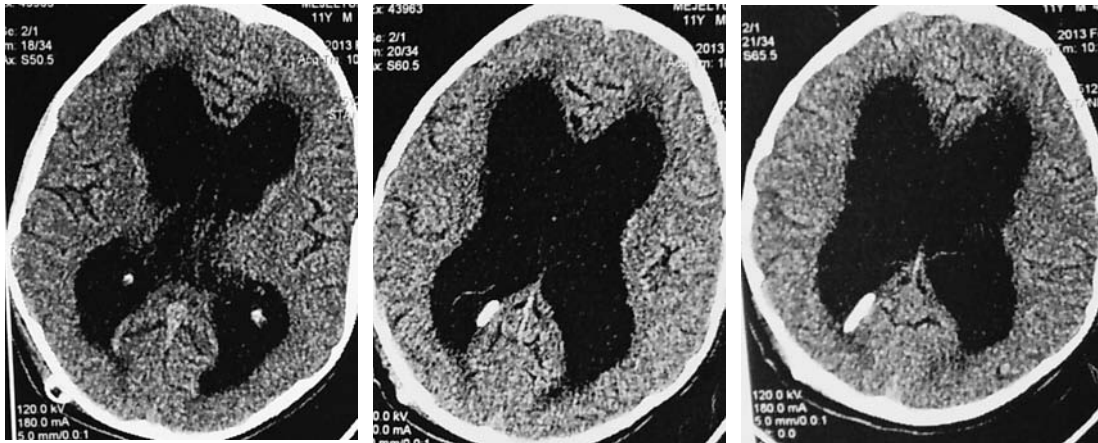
Наблюдение № 2. СКТ головного мозга. Вентрикуломегалия с начальными перивентрикулярными изменениями
